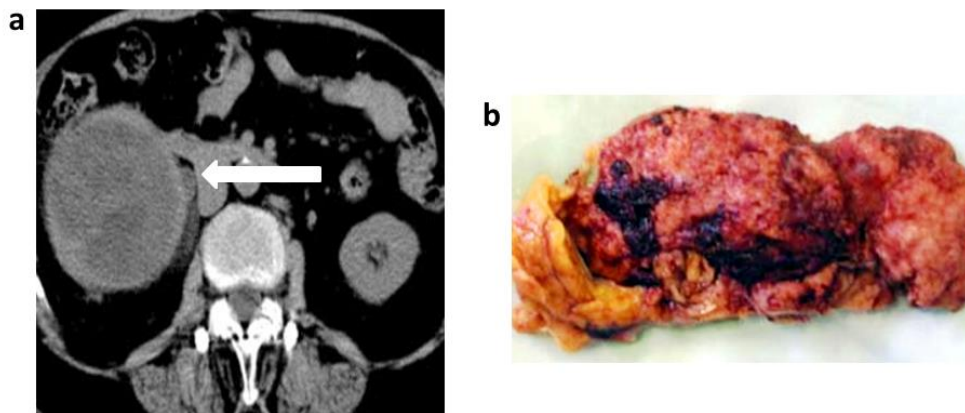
1a. Tomografía axial computada de abdomen. La flecha indica la presencia de una masa heterogénea que se origina del parénquima renal; 1b Vista macroscópica del riñón derecho. Se observa superficie irregular y aspecto atrófico.
